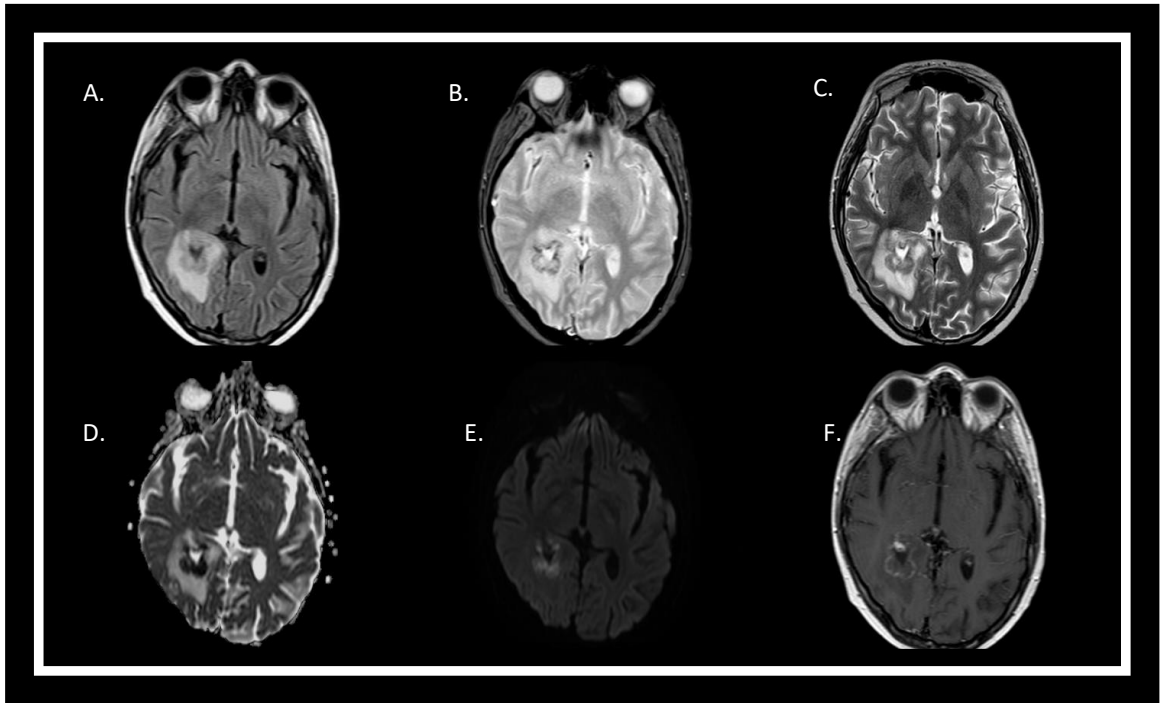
Masculino de 16 años con antecedente de LLA. Aspergilosis angioinvasiva. A. FLAIR: Lesión periventricular posterior derecha con hiperintensidad periférica principalmente de sustancia blanca por edema vasogénico. B. T2 GRE: Anillo hipointenso por fenómeno angioinvasivo característico de abscesos micóticos. C. T2: Lesión principal hipo-isointensa con un halo hiperintenso de edema. D y E. ADC y DWI b-1000: Restricción marcada a la difusión de la lesión principal periventricular con valores bajos de ADC. F. T1: Isointensas con un halo hemorrágico hiperintenso correspondiente a los mismos focos del T2 GRE.
